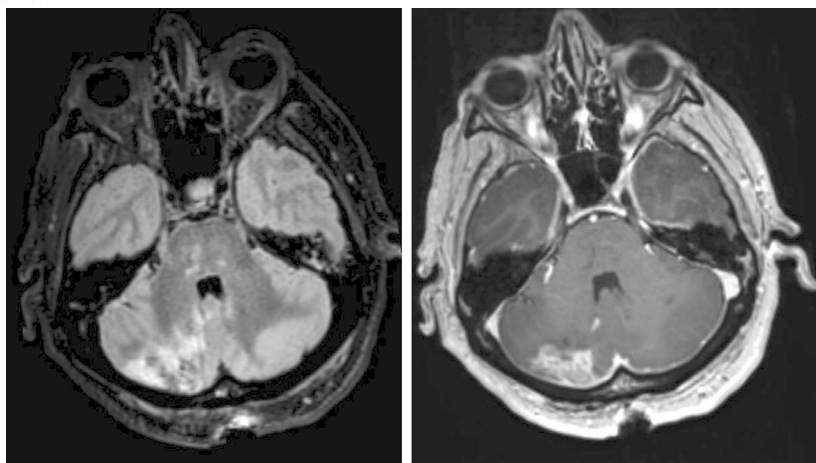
Resonancia magnética, secuencias FLAIR y T1 con contraste. Ausencia de compromiso ventricular y lesión en territorio de PICA.
